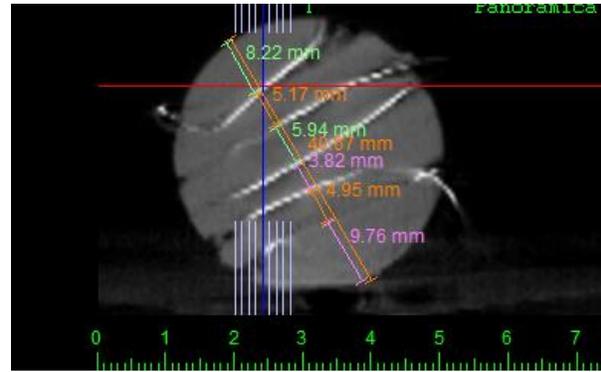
Representação esquemática da matriz de termopares mostrando os posicionamentos relativos dos mesmos em corte frontal. Onde a nomenclatura de cada termopar foi representada por T16 (TC), T12 (TL.1.1), T13(TL1.2), T14(TL 2.1) e T15 (TL.2.2).
